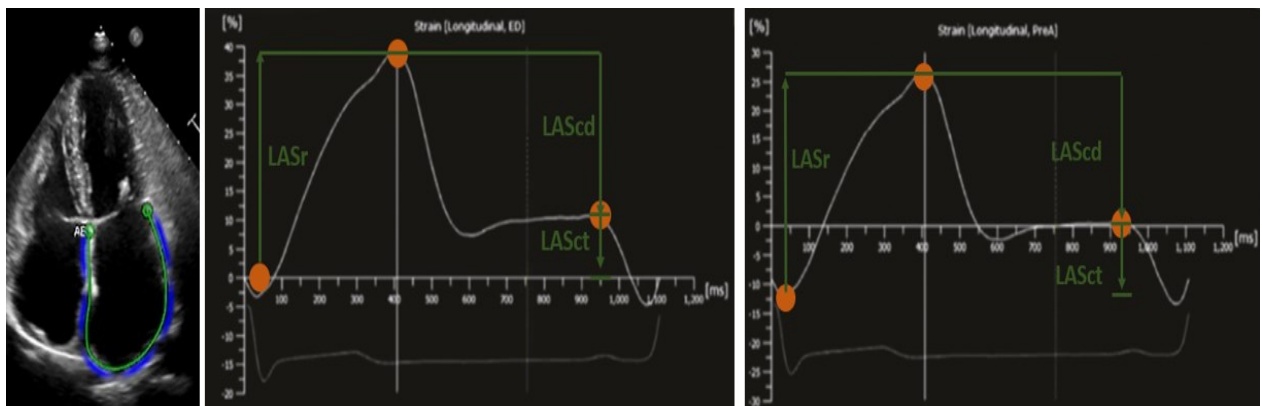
Left atrial two-dimensional speckle tracking echocardiography strain (reservoir, conduit and contractile strain) values at end-diastole.
